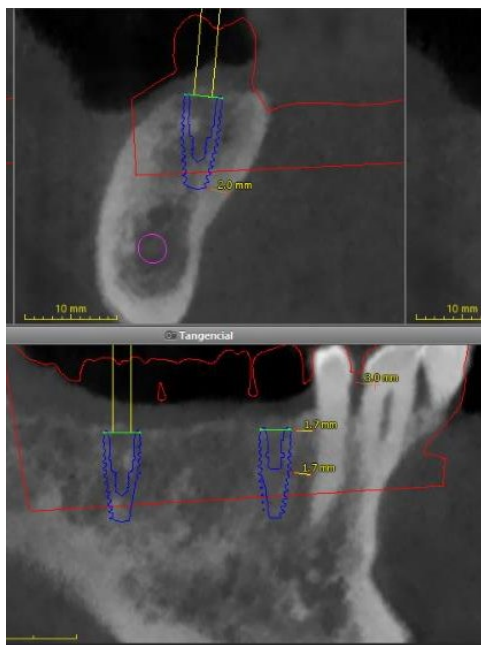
Planeación en la tomografía
